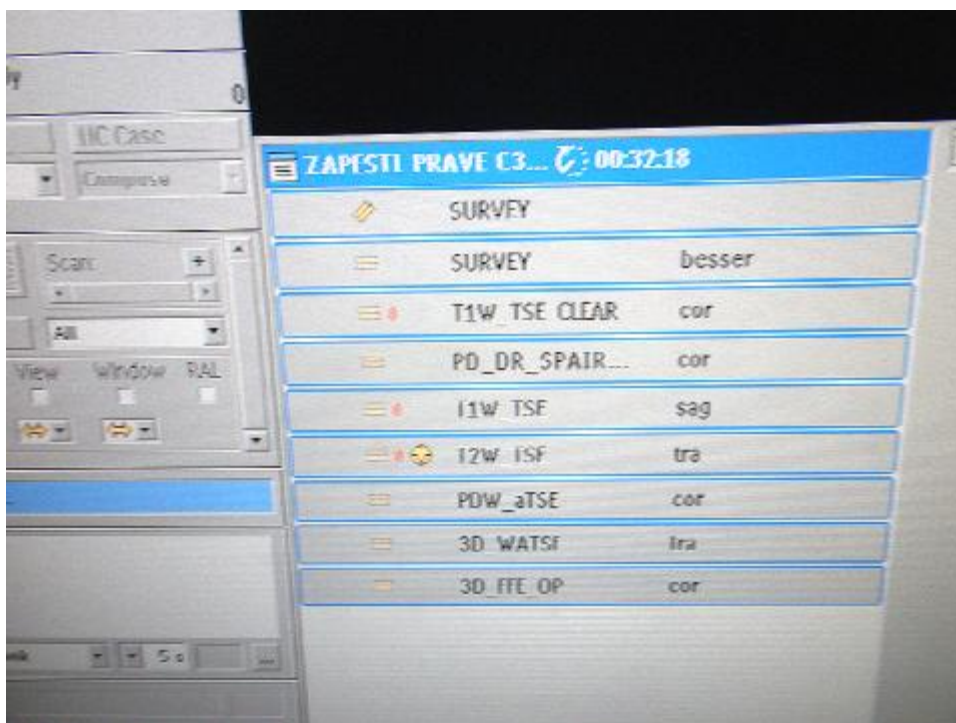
magnetická rezonance Philips Achieva 1,5 T ve FN Brno
